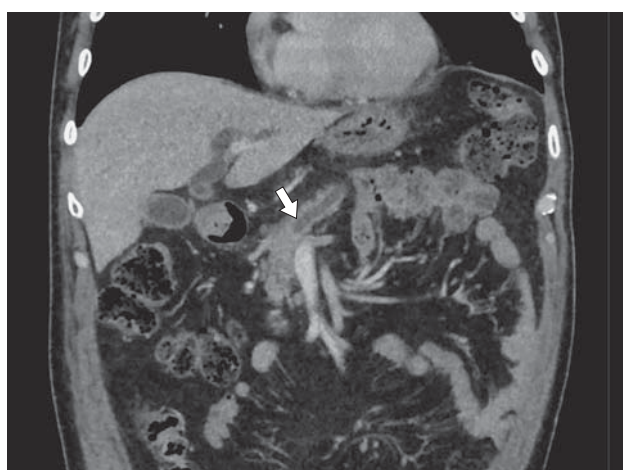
Компьютерная томограмма. Умеренно дифференцированная ПАКПЖ. Исследование с болюсным контрастным усилением. В теле ПЖ в позднюю портально-венозную фазу виден резко расширенный ППЖ, обрывающийся над опухолью в виде писчего пера.
